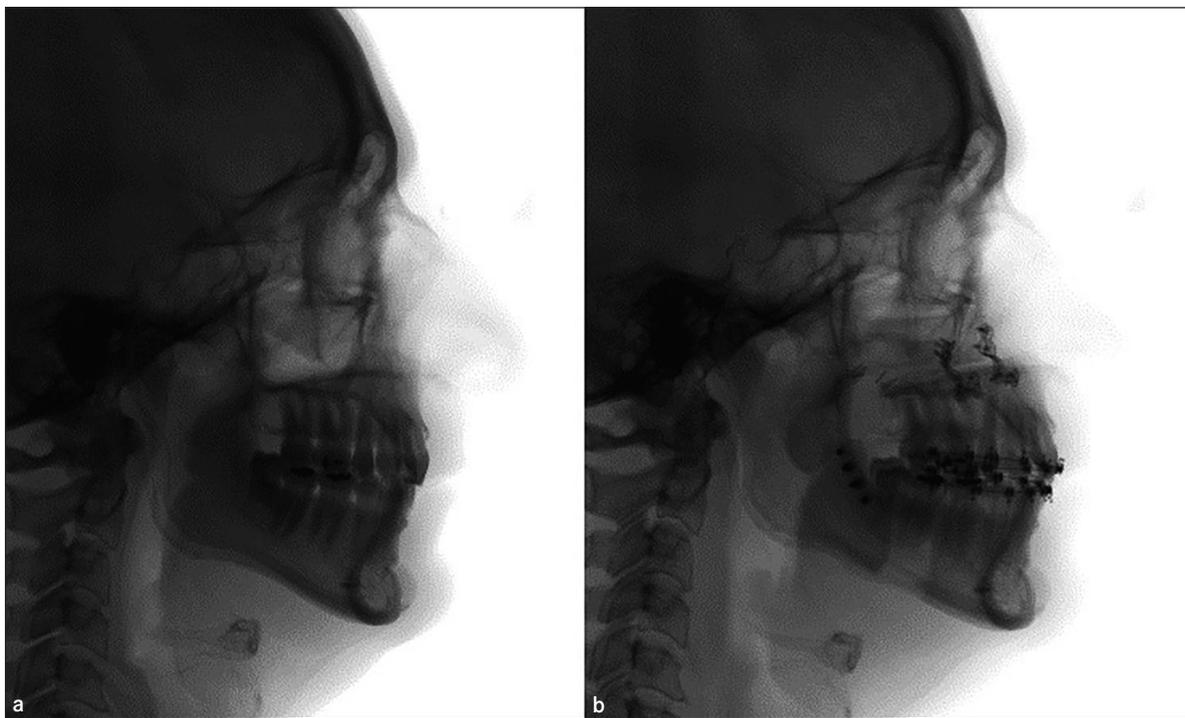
Téléradiographies de profil, avant (a) et après (b) chirurgie d'avancée maxillo-mandibulaire. Notez l'avancement important tout en minimisant l'utilisation de plaques et de vis en titane, parfois utilisées en excès par certains chirurgiens.
